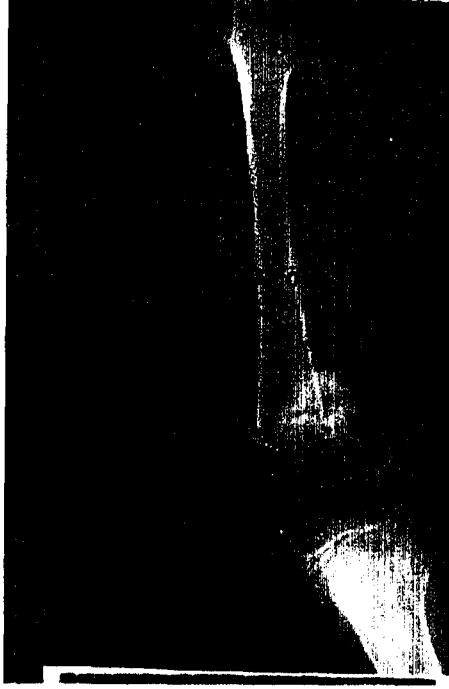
c : 88 aylık izleme sonunda kontrol grafisi. Klinik ve radyolojik sonuçlar kötü olarak değerlendirildi.
